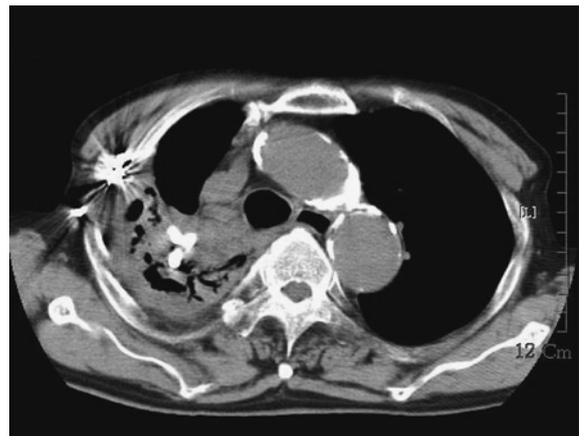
Chest CT scan showed 3 EWS placed at the entrance of B¹, B², and B³.
